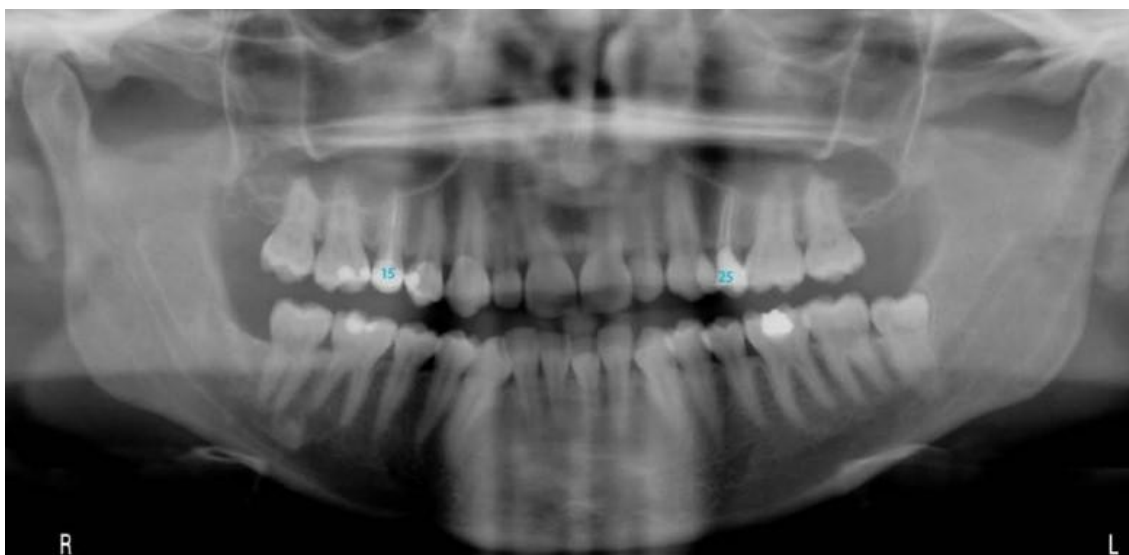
Ortopantomografia (adaptada de Corte-Real & Vieira, 2015).
